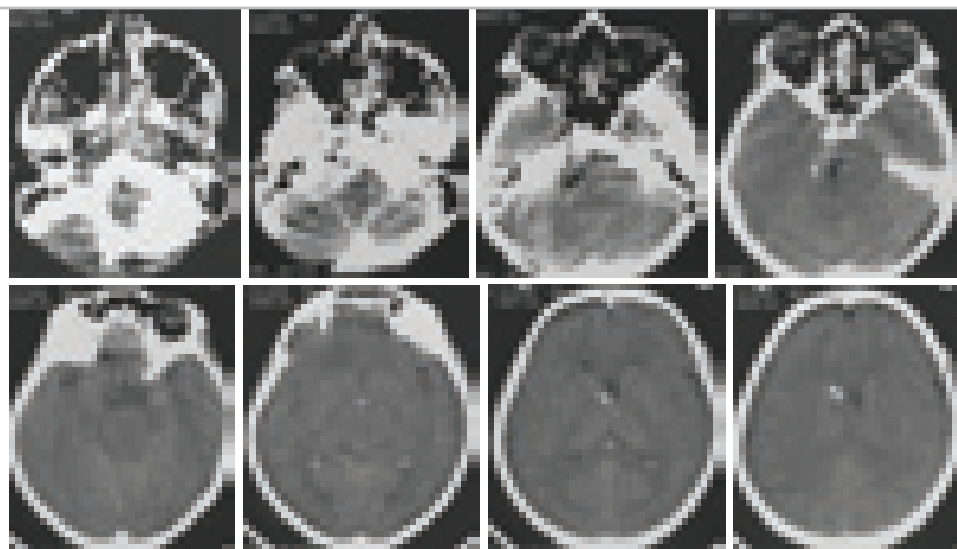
КТ больной М. на 9-е сутки после операции. Диффузный отёк мозга.
